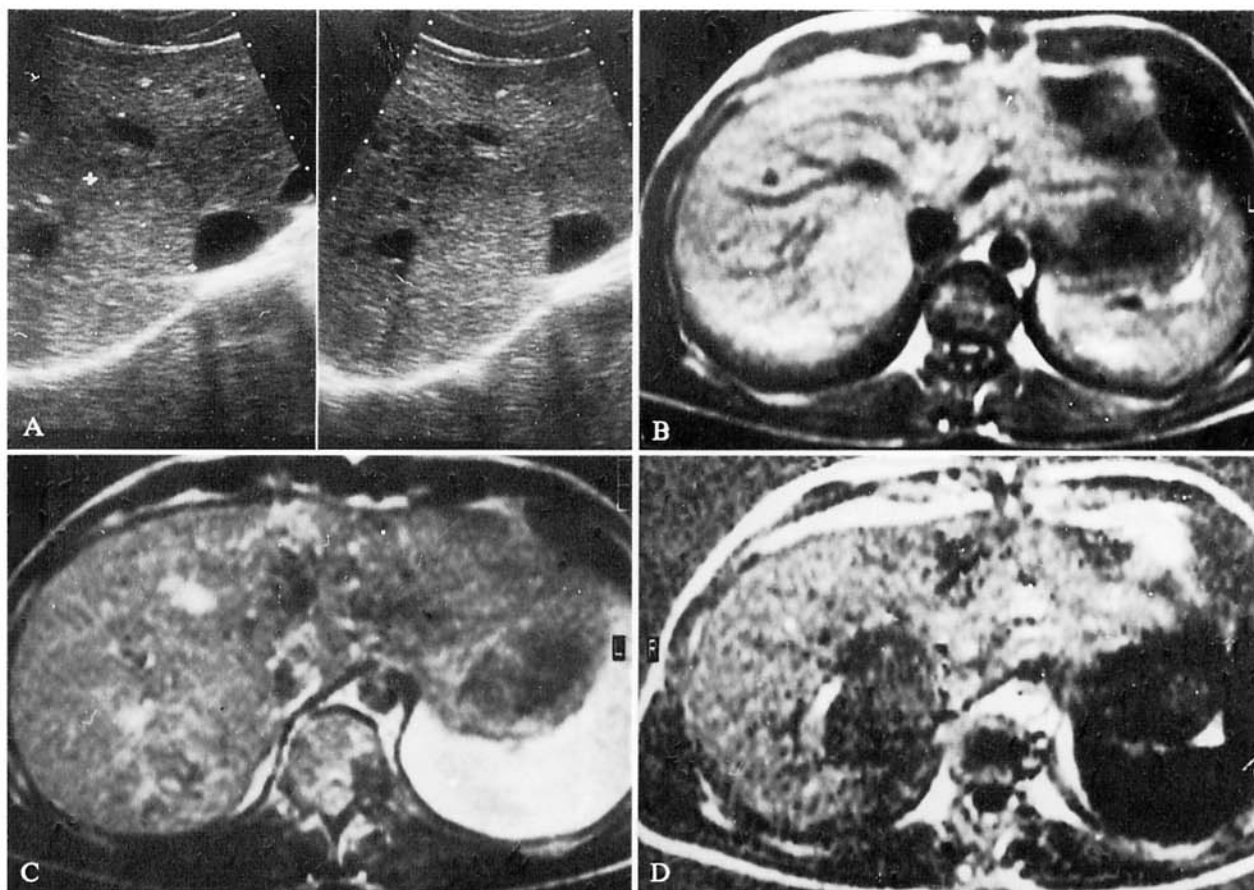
Adenoma. A) Scansione ecografica sottocostale ascendente. B, C) Scansioni RM assiali Spin-Echo (TR 590/TE 20; TR 1820/TE 60 ms). D) Stessa scansione, sequenza Inversion Recovery parte reale (TR 1008/TE 20/TI 210 ms). La formazione nodulare ecograficamente rilevata (A), risulta lievemente iperintensa al parenchima nella scansione T1 pesata (B), del tutto isointensa già al secondo eco di quella Spin-Echo multiecho (C) e con elevato contrasto solo in Inversion Recovery (D).
